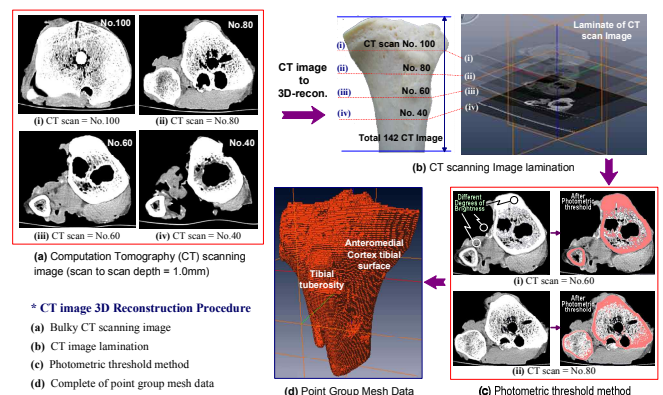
3-D model reconstruction by computer assisted using CT images
